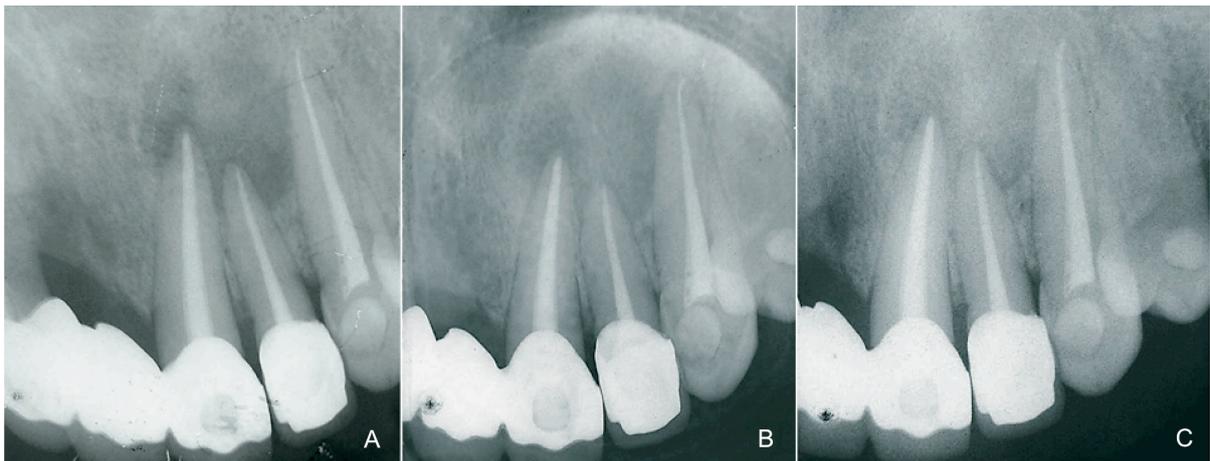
Radiographies de contrôle postopératoires après retraitement endodontique des dents 21, 22 et 23 présentant une lésion ostéolytique apicale s'apparentant à un kyste; (A) Trois mois après l'obturation de 22, légère régression de la lésion en regard de l'apex de la 23; (B) Six mois après, nette régression de la taille de la lésion (objectivation de lignes sinueuses radio-opaques de trabéculations); (C) Onze mois après, guérison quasi complète, réapparition des espaces desmodontaux, l'éventualité d'une intervention chirurgicale est exclue [15].
